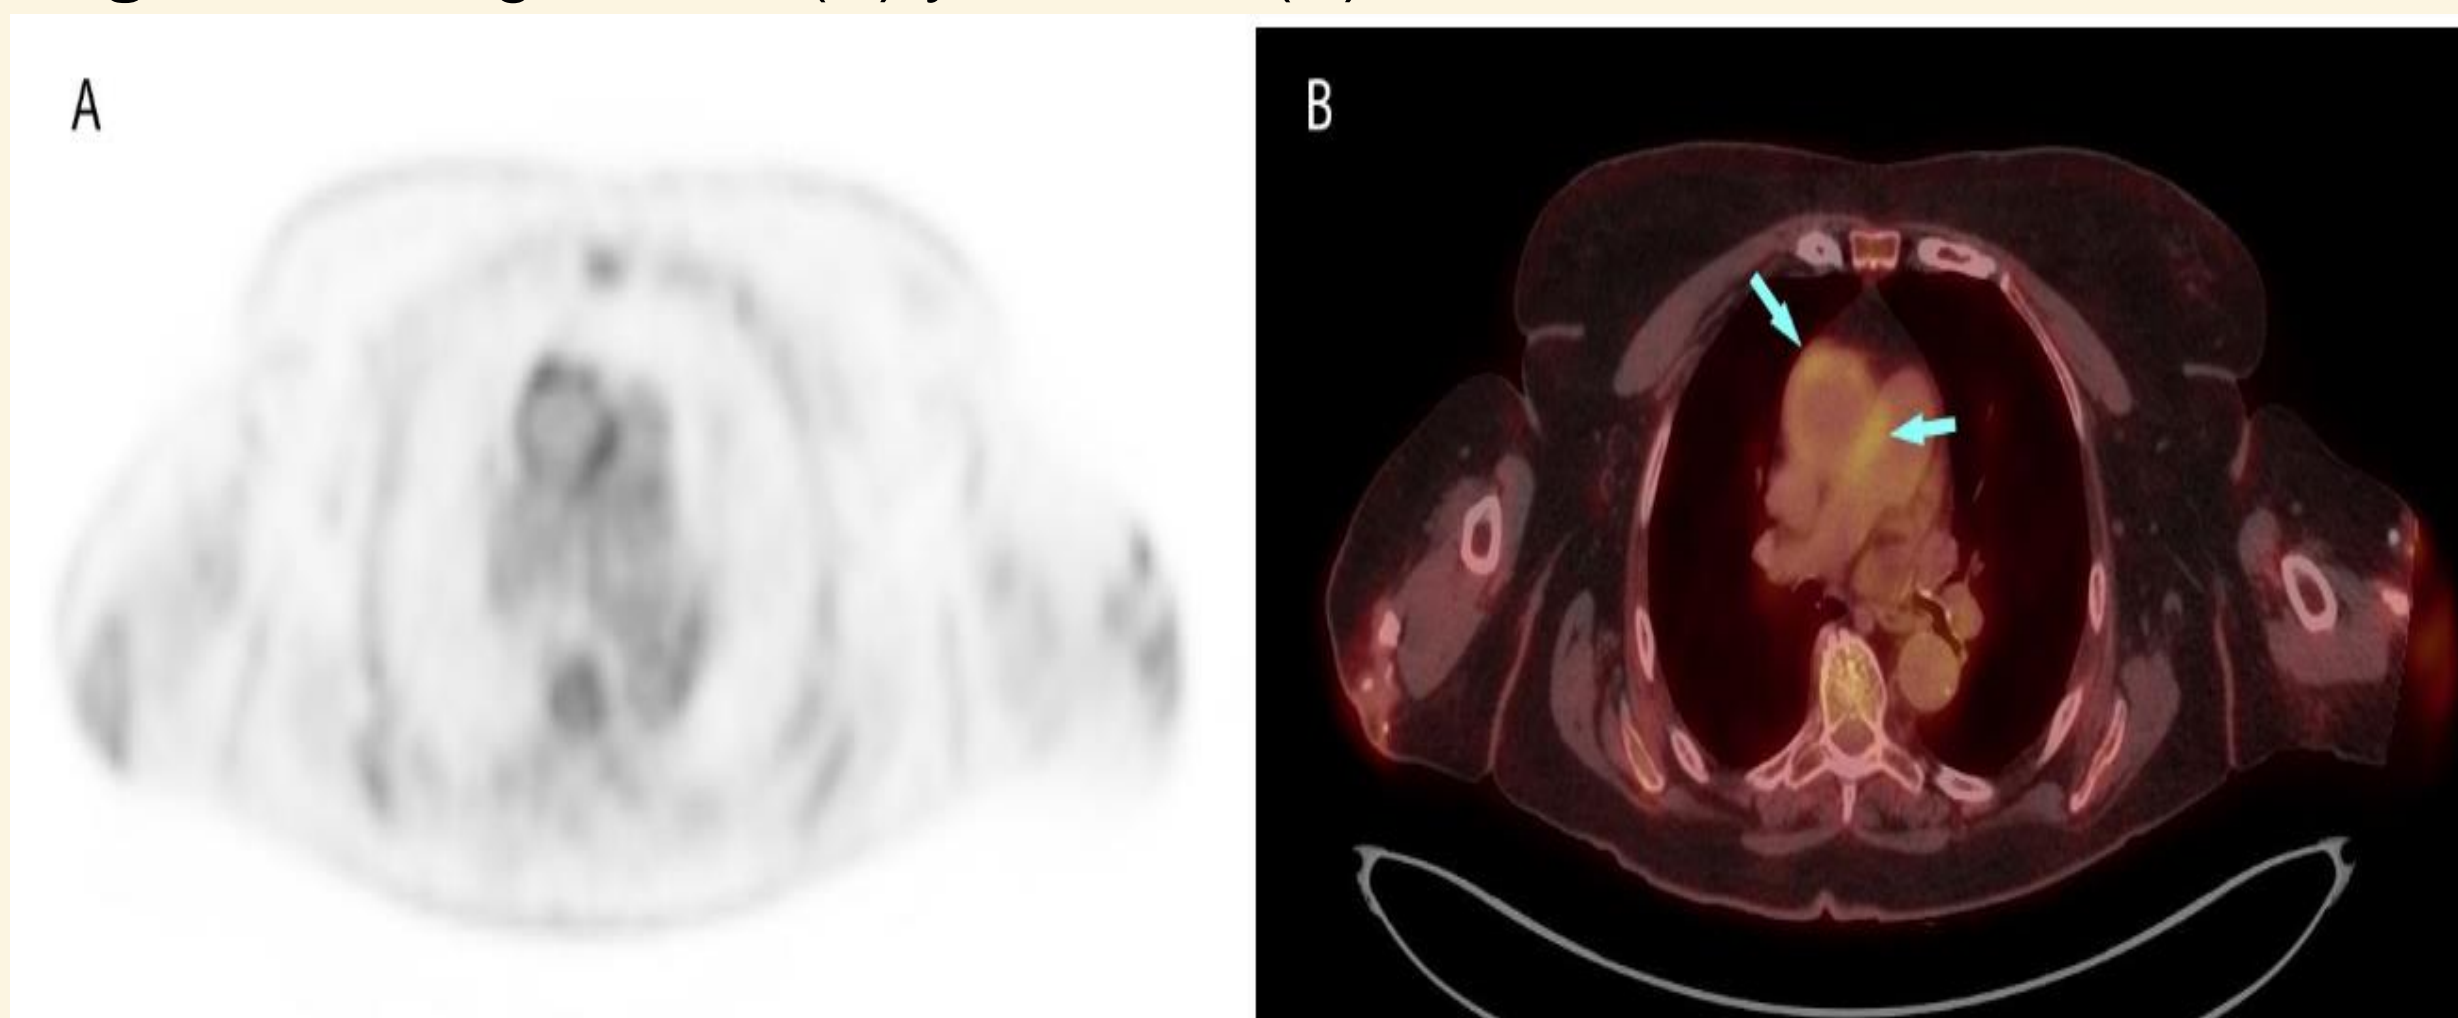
Imagen PET (A) y PET-TC (B), corte axial.
